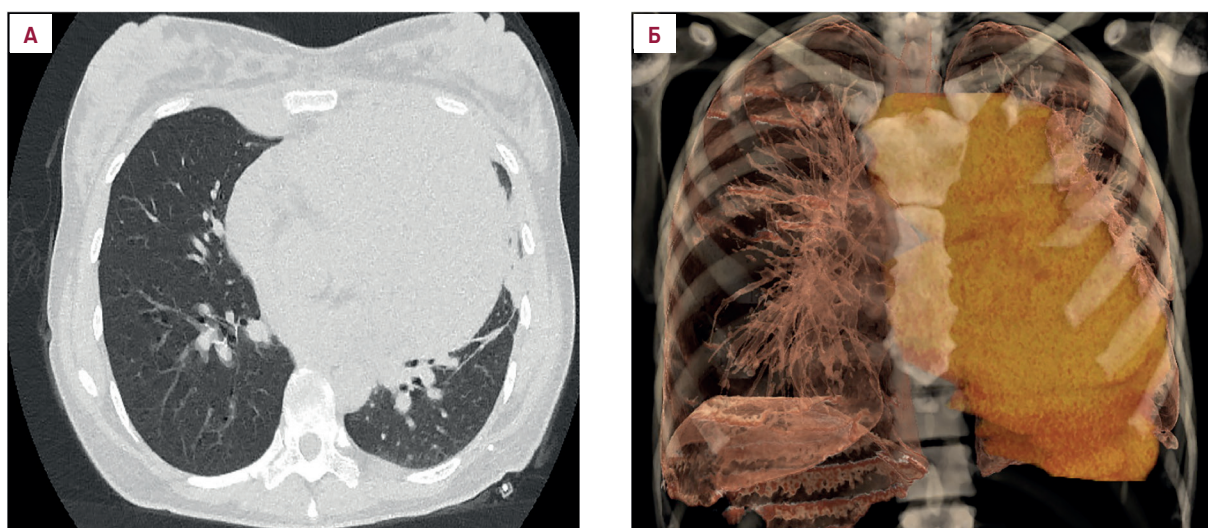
КТ-картина образования средостения (05.12.2023 г.): (А) фронтальная проекция; (Б) 3D-модель
